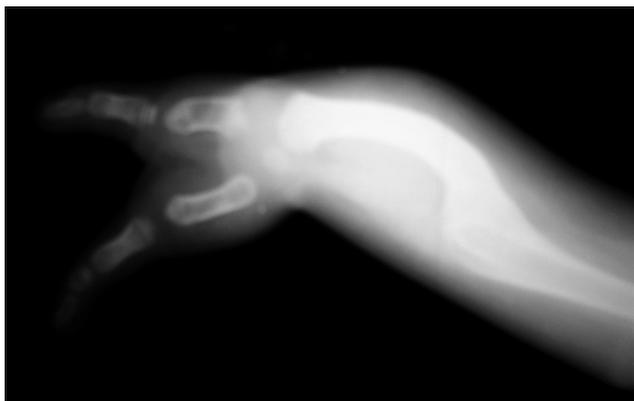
Фотоотпечаток рентгенограммы верхней конечности ребенка с врожденной локтевой косорукостью, IV тип. Плечелучевой синостоз. Двухпалая кисть
